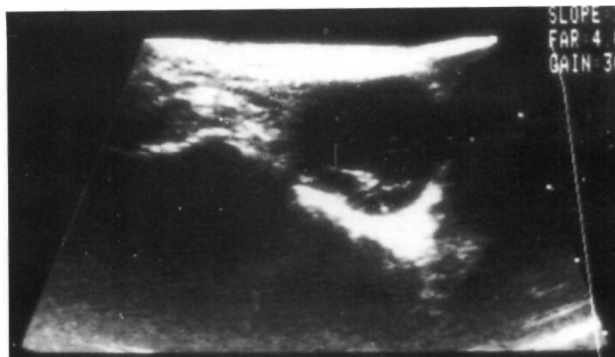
Ecografía de la zona medial del tobillo. Obsérvese la tumoración quística.
